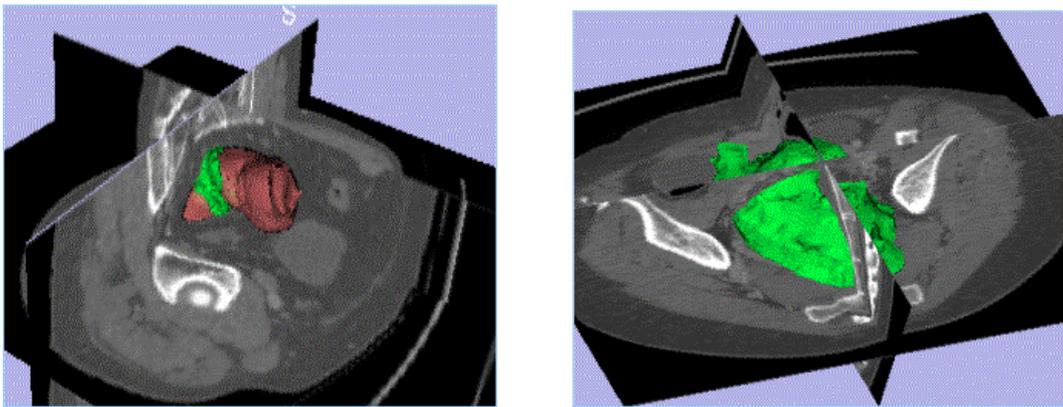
ricostruzione TC volumetrica tridimensionale di carcinoma del retto superiore
